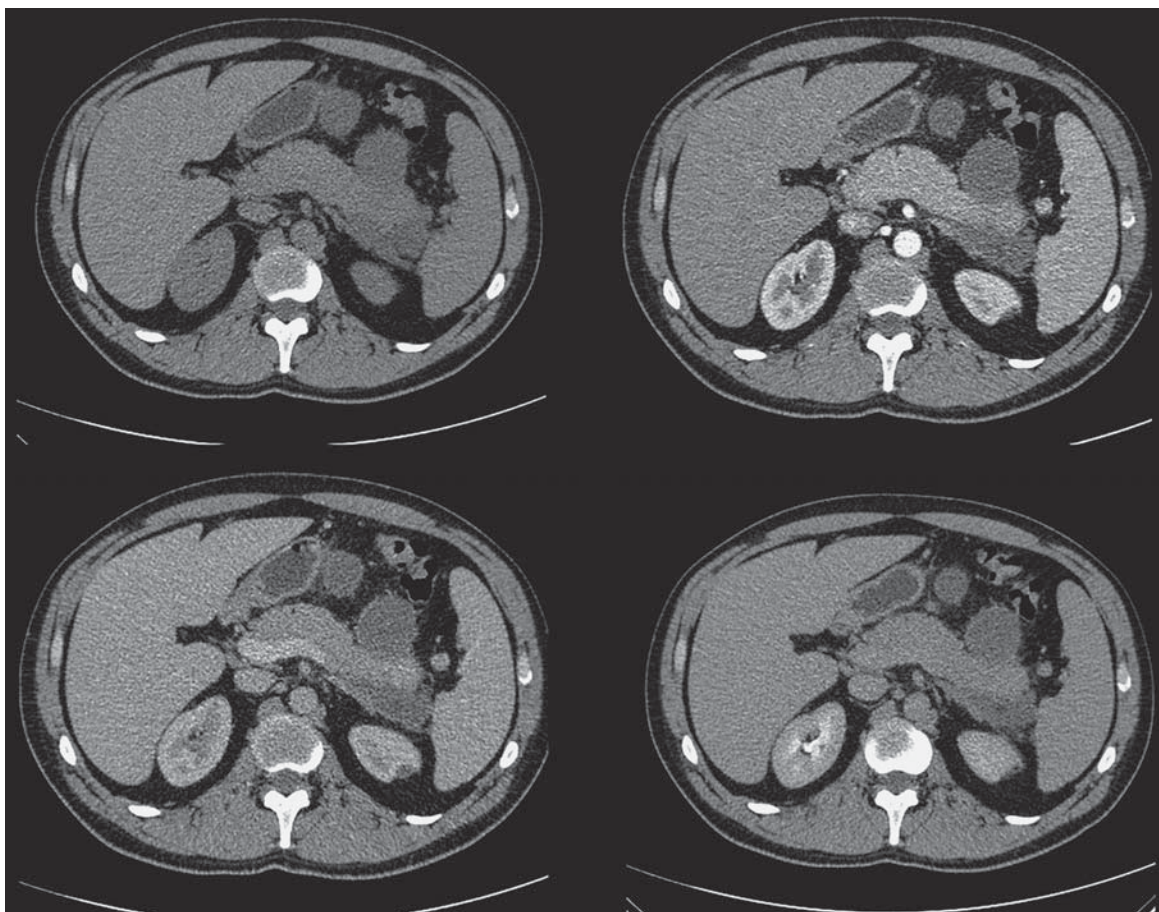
КТ-изображения панкреонекроза. Парапанкреатический инфильтрат в области хвоста поджелудочной железы с наличием жидкостных скоплений с признаками абсцедирования.
